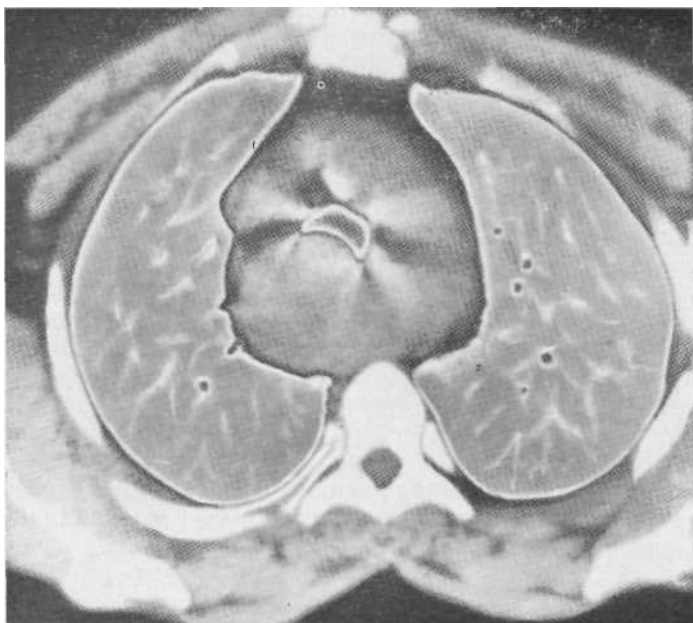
Компьютерная томограмма. Кольцевидный зоб, окутывающий и сдавливающий трахею.
